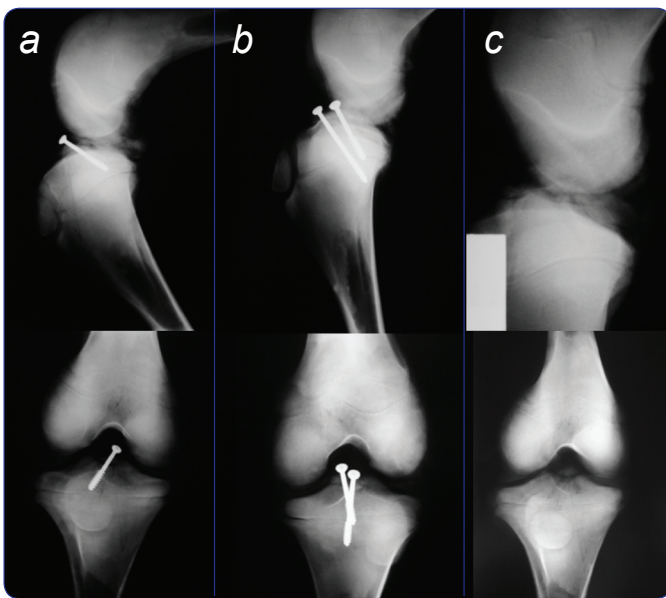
Radiografías (lateral y AP) posoperatorias de las tres técnicas realizadas. a) Osteosíntesis con un tornillo. b) Osteosíntesis con dos tornillos. c) Pull out con sutura no absorbible.
